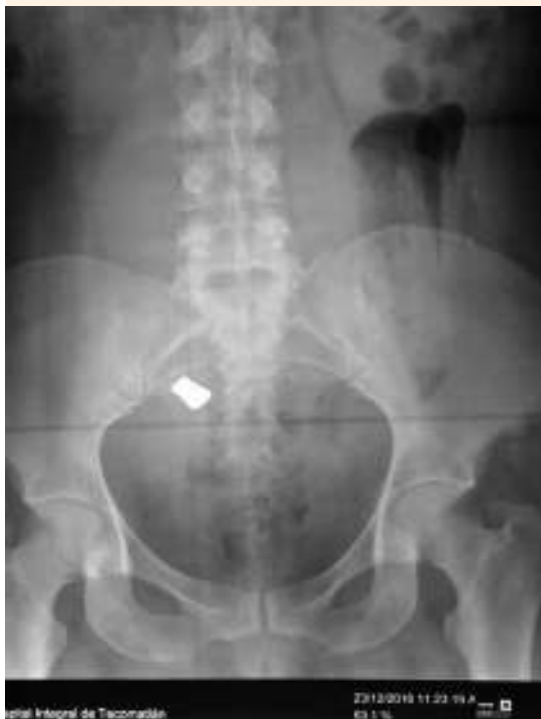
Radiografía que evidencia el cuerpo extraño retenido.
